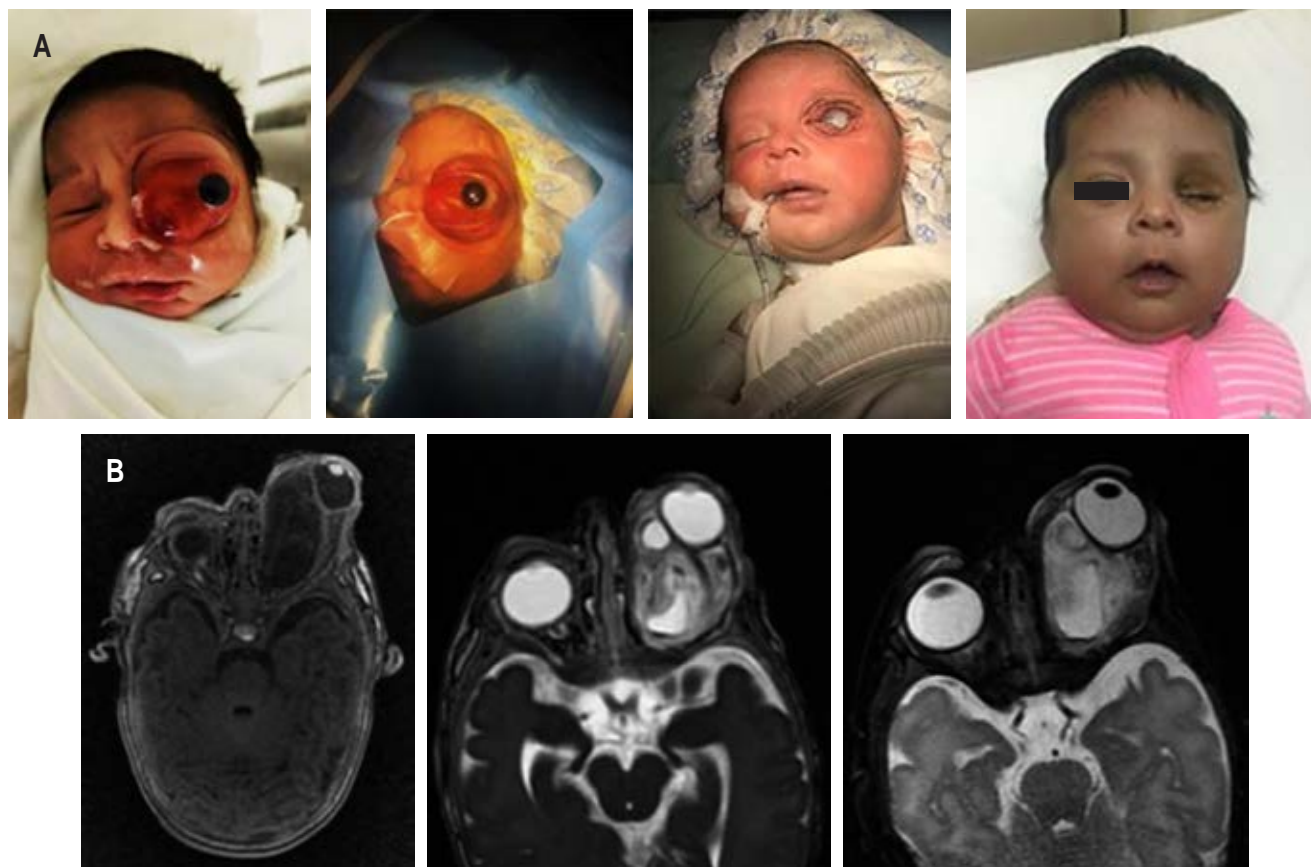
A) Teratoma orbitario en globo ocular izquierdo. B) Resonancia magnética nuclear de cerebro simple donde se observa que la tumoración desplaza al nervio óptico y al globo ocular izquierdo.
